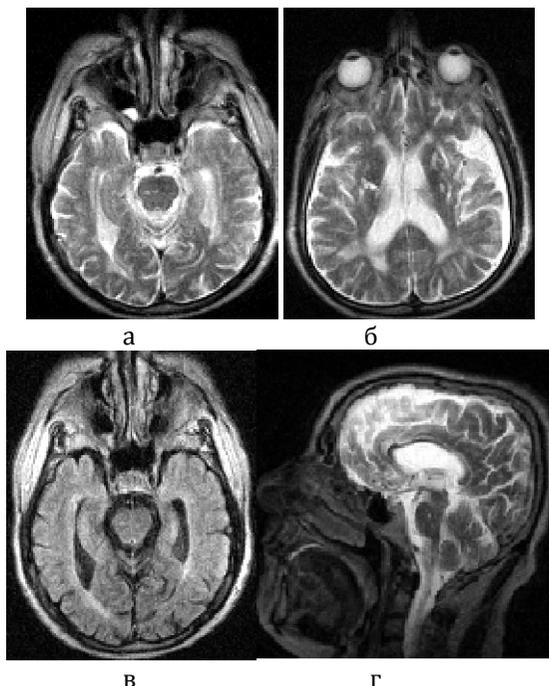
МРТ головного мозга больной Т., T2-ВИ, аксиальная проекция (а), FLAIR-ИП, аксиальная проекция (б), T2-ВИ, сагиттальная проекция. Лакунарный инфаркт в стволе. Выраженное расширение желудочковой системы. Лейкоареоз. Множественные лакунарные изменения в полушариях мозга
